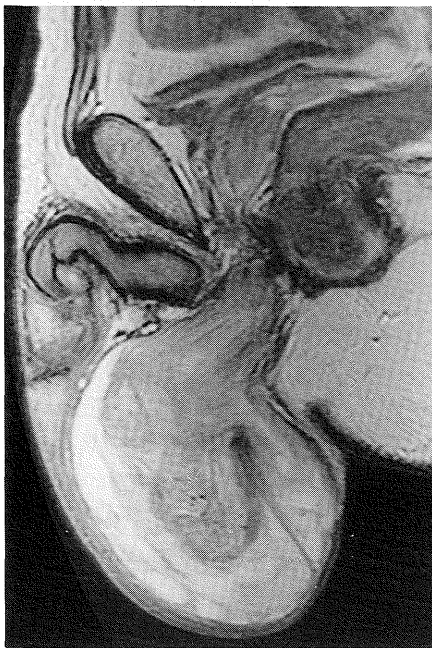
T2-weighted MRI revealed a partially high signal intensity tumor.
